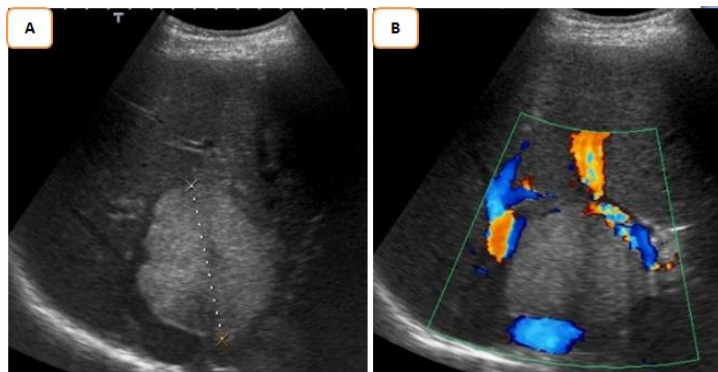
Masse hépatique hyperechogène avec halo périphérique hypoechogène(A) et vascularisation artérielle au doppler(B). JFR 2010
